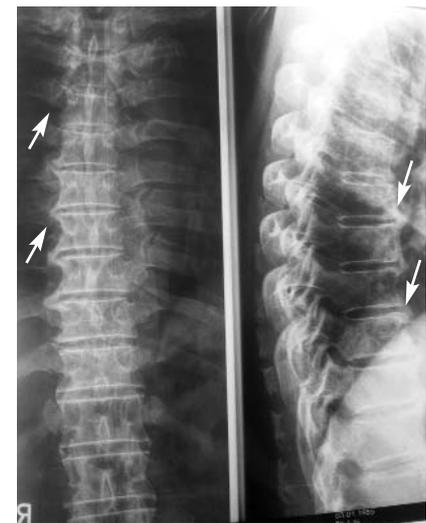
Рентгенограмма грудного отдела позвоночника больного Т. Множественные синдесмофиты (указаны стрелками)
